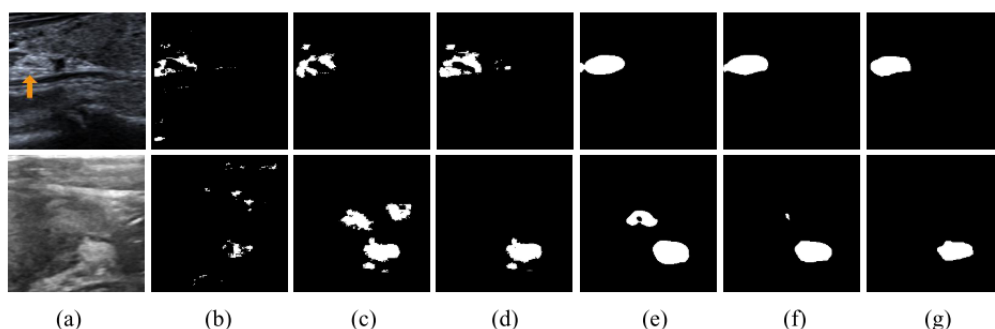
消融实验的定性结果。(a) 超声图像; (b) Baseline; (c) Baseline + CP; (d) Baseline + CP + SDM; (e) Baseline + CP + FTM; (f) Baseline + CP + SDM + FTM; (g)标签
